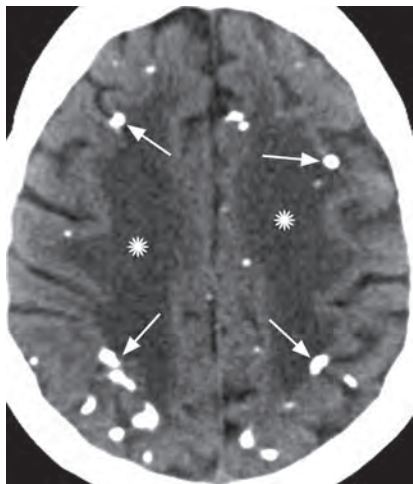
Аксиальное КТ-изображение без контрастирования у пациента, подвергшегося несколько лет назад тотальному облучению головного мозга. Видны множественные очаги обызвествления (*стрелки*), преимущественно субкортикальные, на границе между серым и белым веществом. Обратите внимание на диффузную гиподенсивность белого вещества (*звездочки*).
